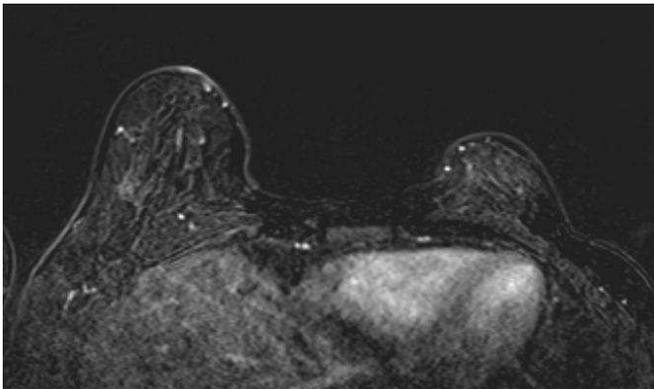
乳房 MRI (症例 6) 左乳房部分切除後。両乳房内に濃染されるような病変は認めない。乳輪乳頭については、左側術後癒痕があり比較困難であった。
